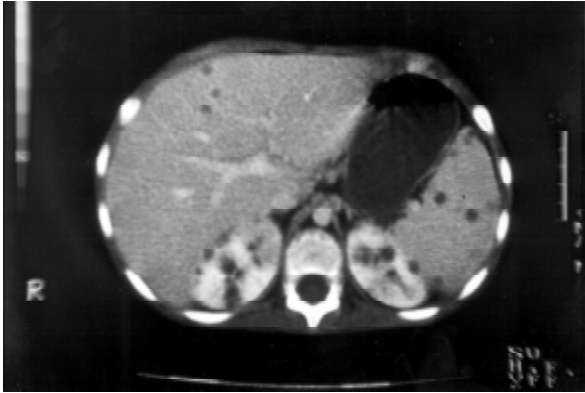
Tomografía axial computada de abdomen en la que se observan varias lesiones redondeadas, hipodensas, localizadas en la parte anterior derecha del hígado; algunas de ellas refuerzan discretamente hacia la periferia. También aparecen lesiones hipodensas, sin reforzamiento en bazo y ambos riñones.
